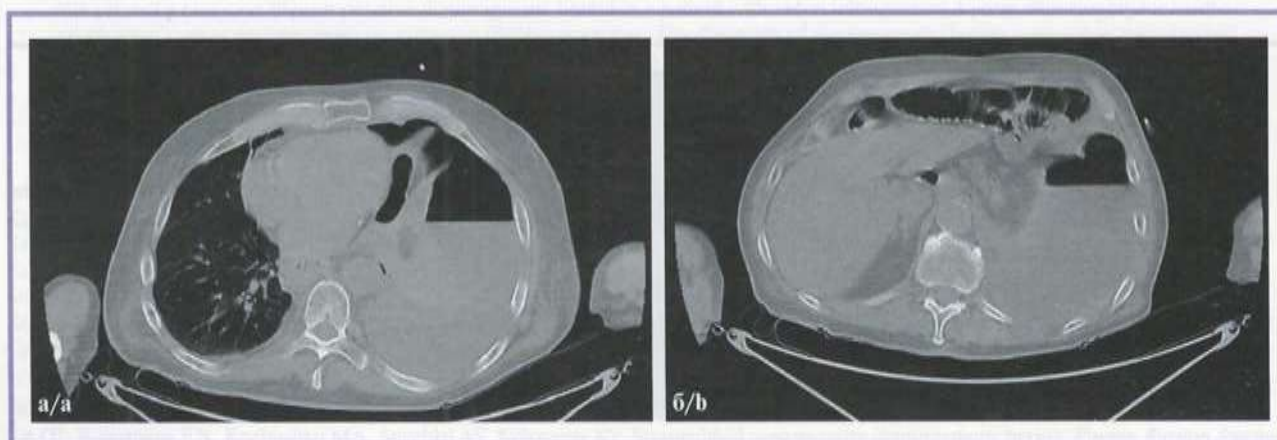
Компьютерные томограммы (аксиальная реконструкция) органов грудной клетки и брюшной полости (а, б) от 05.08.22.
